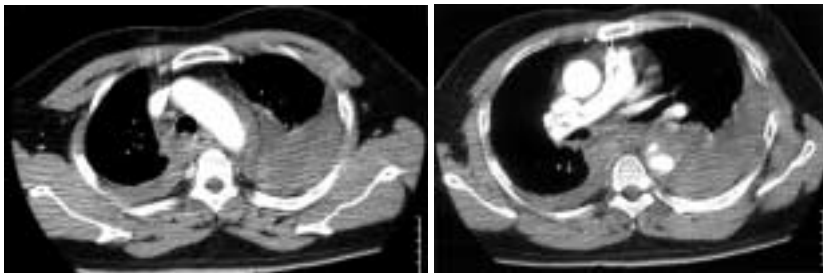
Preoperative chest computed tomography showed hematoma around the aortic arch as well as in left chest cavity (A). It also showed aortic dissection of the descending aorta (B).
